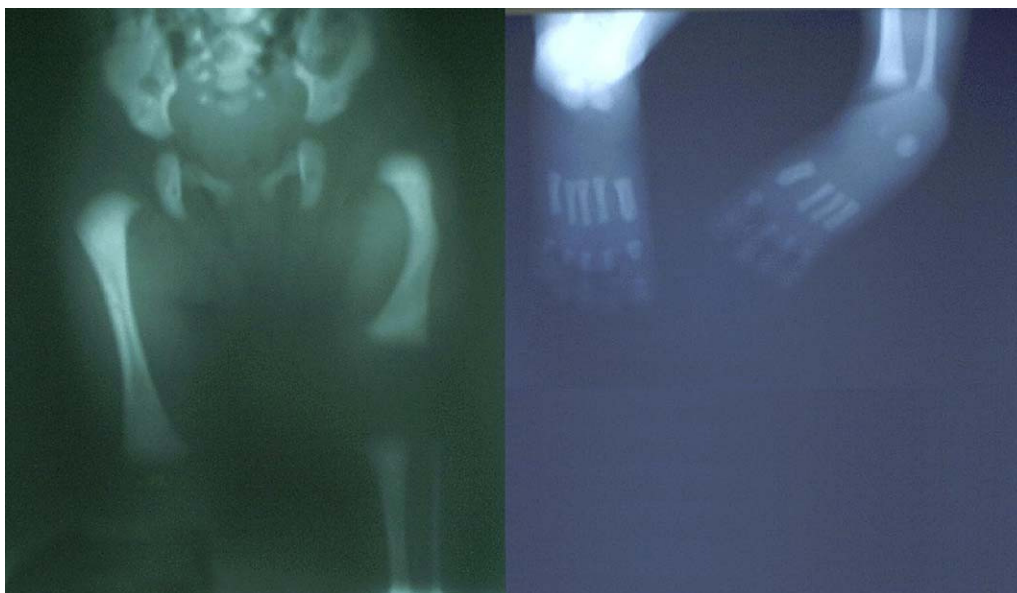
Caso 2: radiografía de las extremidades inferiores del neonato.
